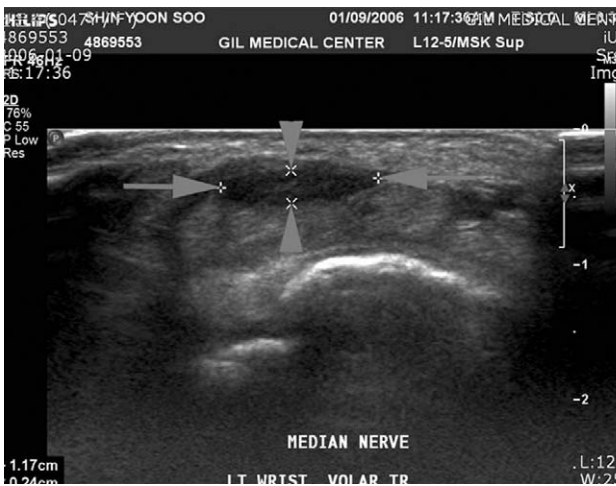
Ultrasonography shows flattening of median nerve at wrist level with decreased echogenicity and loss of inner normal interfascicular layerings suggesting edematous change in left median nerve at wrist level.
